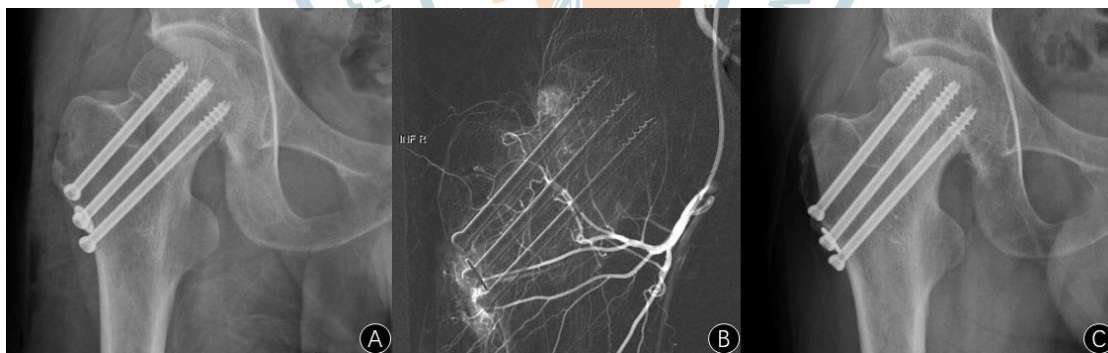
患者男性,32岁,Garden I型右侧股骨颈骨折。图A 术后X线片;图B 术后DSA显示股骨头内骺动脉血管网缺乏血供;图C 术后20个月发现股骨头上方出现坏死、塌陷
